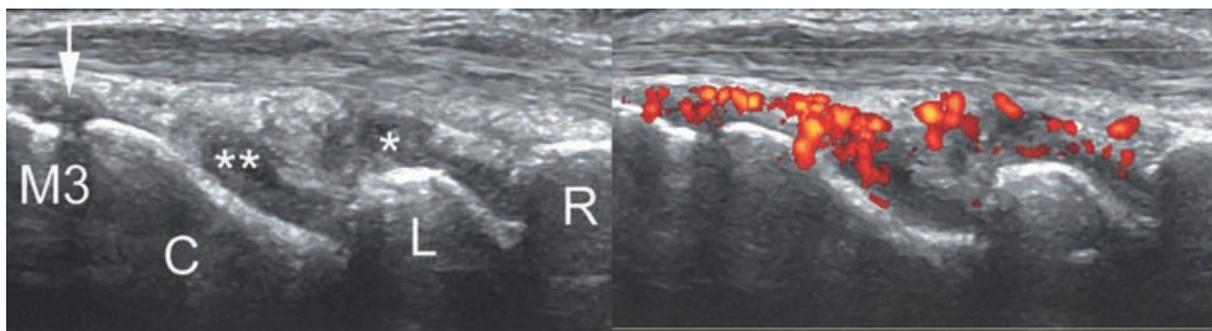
PR débutante : synovite du poignet en échographie.
